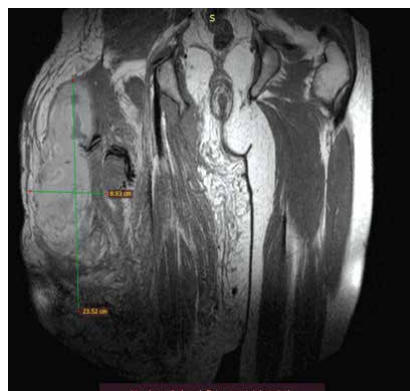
Магнитно-резонансная томография верхней половины правого бедра пациента П. от 13.12.2023 (до операции)
